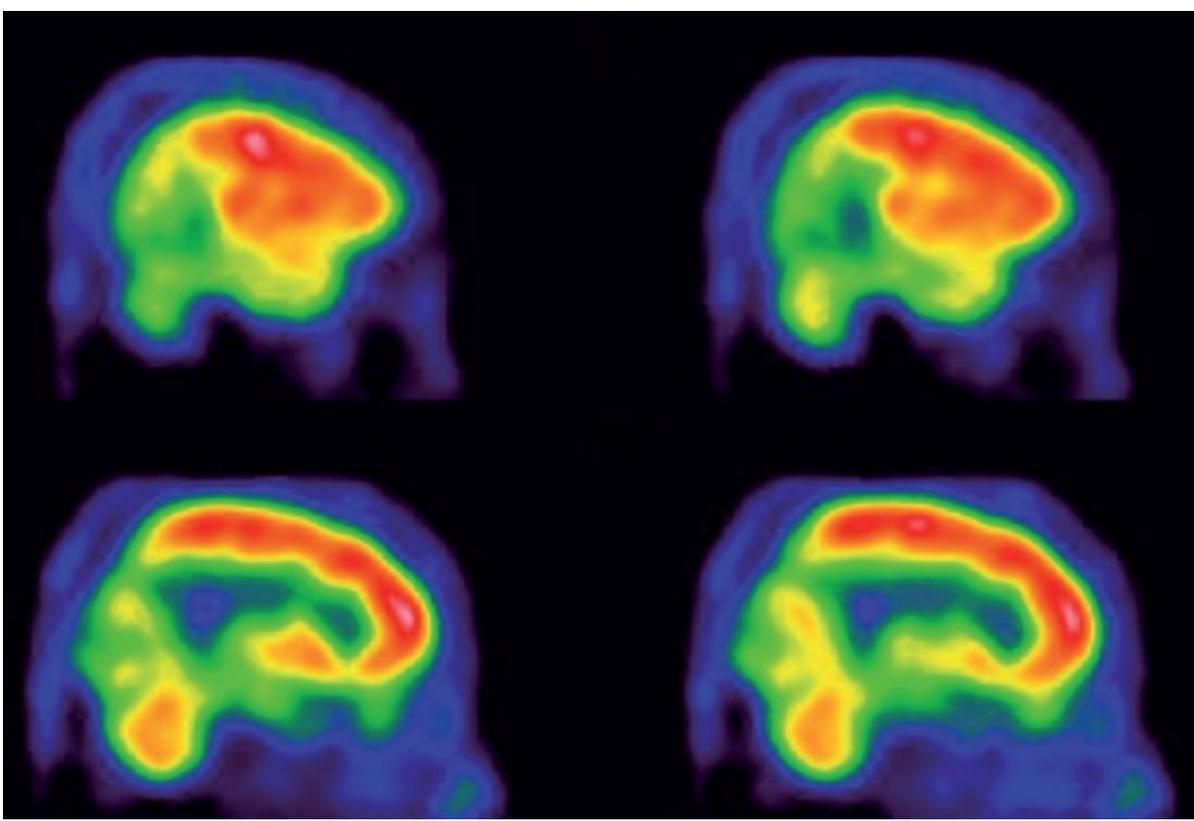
PET-FDG de um paciente de 72 anos com flutuação do nível de consciência, alucinações visuais e quedas. As imagens demonstram acentuada redução do metabolismo no córtex visual.
